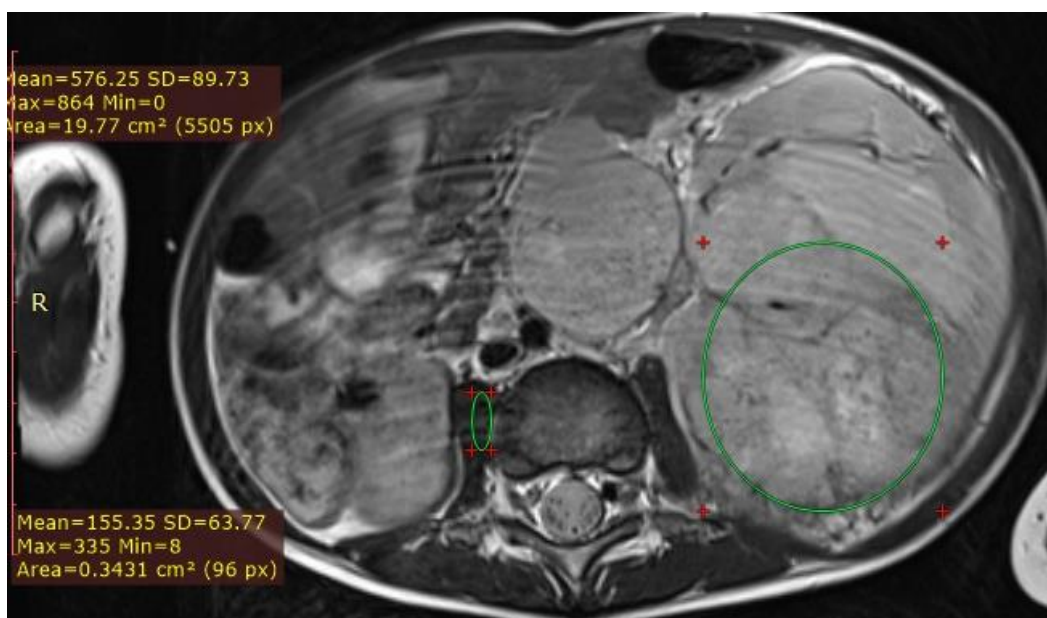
МРТ режим T2 ВИ
